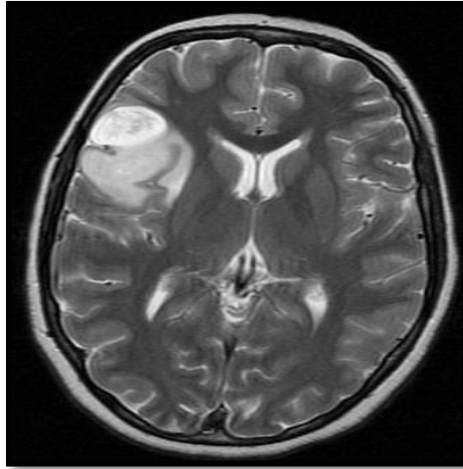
Ubicación de oligodendroglioma. Se muestra imagen obtenida mediante IRM, donde se observa al tumor localizado en lóbulo temporal.
